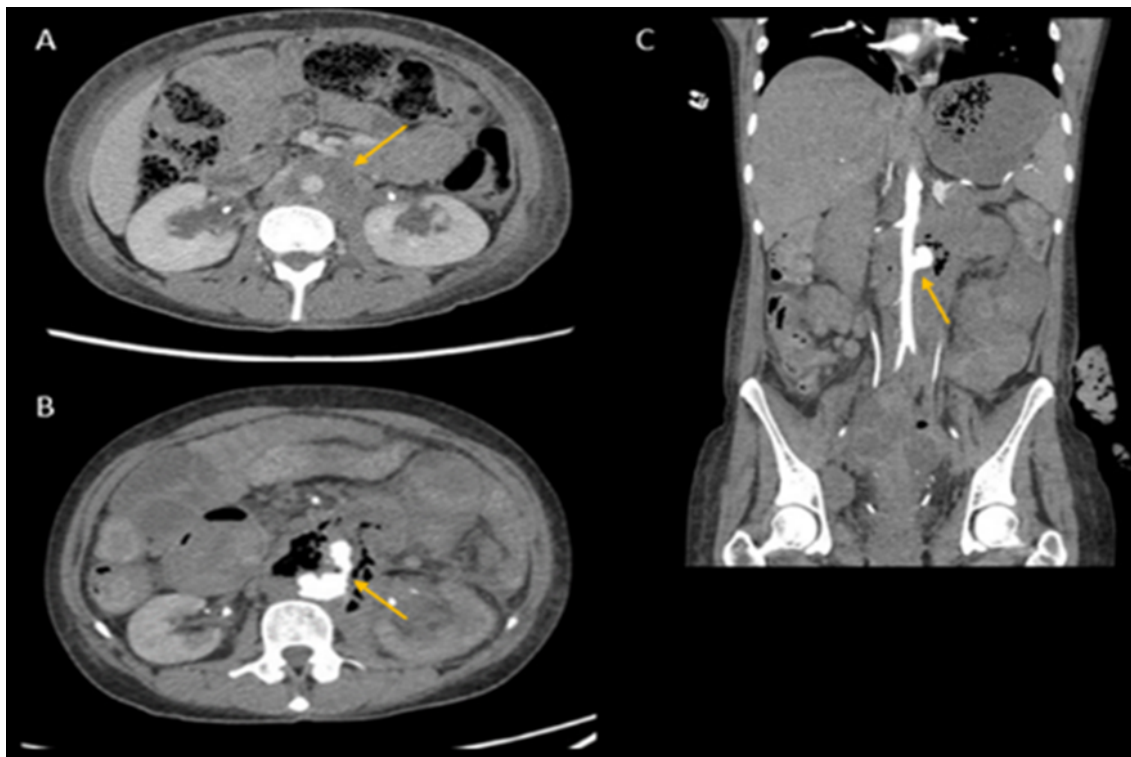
A: venous phase of CT with intravenous contrast a few months before the admission to the hospital shows large and necrotic periaortic lymph nodes (arrow); B and C: axial and coronal contrast enhanced CT views show gas bubbles around the aorta and contrast leakage (arrow) from infrarenal aorta into the third duodenum portion, findings that are diagnostic for aorta-duodenal fistula.
